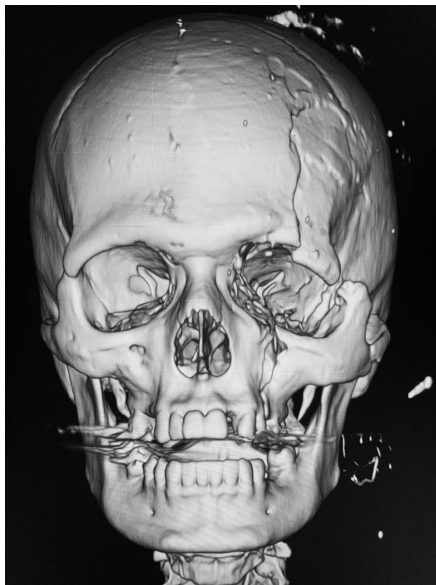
3D Tomography showing craniofacial fractures.
